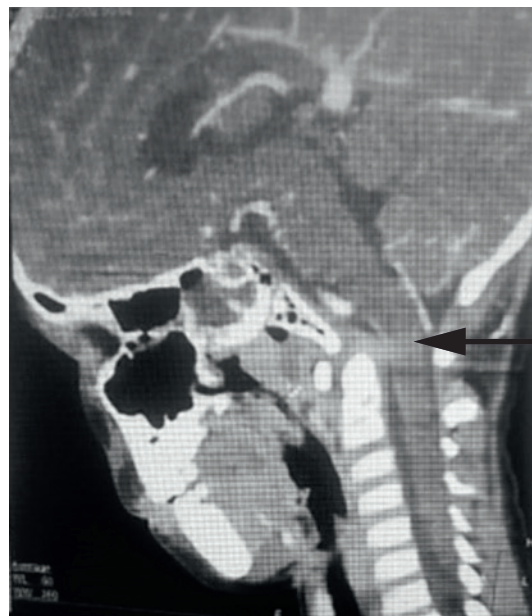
КТ органов головы и шеи, абсцесс носоглотки (указан стрелкой)
